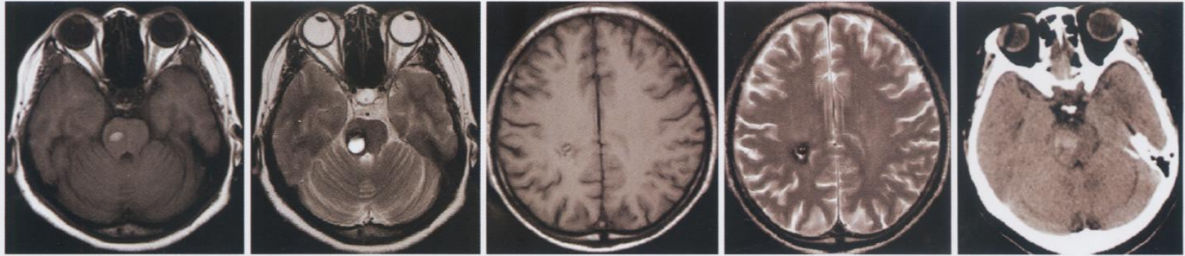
T1WI桥脑内病灶呈中间高,周围稍低信号。图2 T2WI桥脑内见类圆形高信号病灶,周围见黑色信号环。图3 T1WI右侧顶叶内病灶呈中间稍高信号,周围稍低信号。图4 T2WI右侧顶叶内类圆形的、低混合信号病灶,周围有黑色信号环。图5 CT示病灶呈不均匀的高、低混合信号病灶,周围有黑色信号环。
